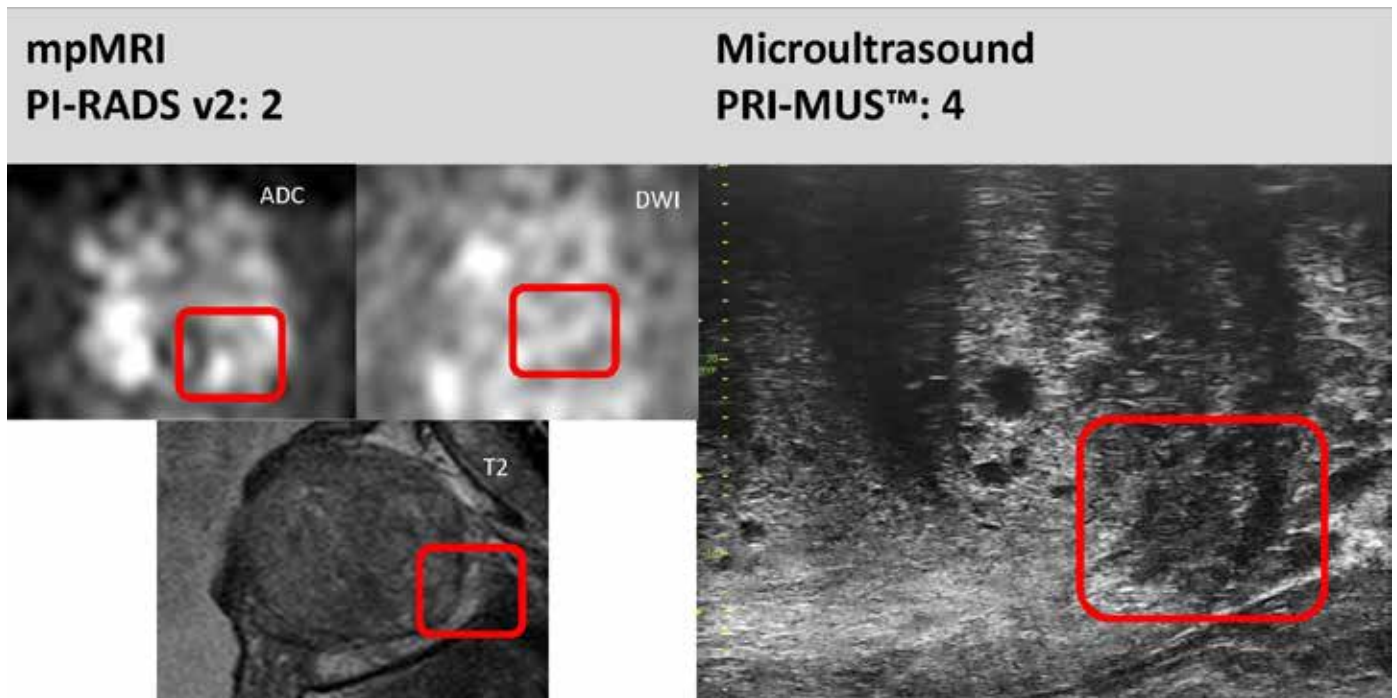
Fall eines Patienten mit Gleason 7b (ISUP Gruppe 3)-Prostatakrebs, nicht erkennbar im MRT und als PRI-MUS™ 4 im Mikroultraschall klassifiziert, © mit freundlicher Genehmigung von „the Prostate International Society“, sunnyhyeong@gmail.com
